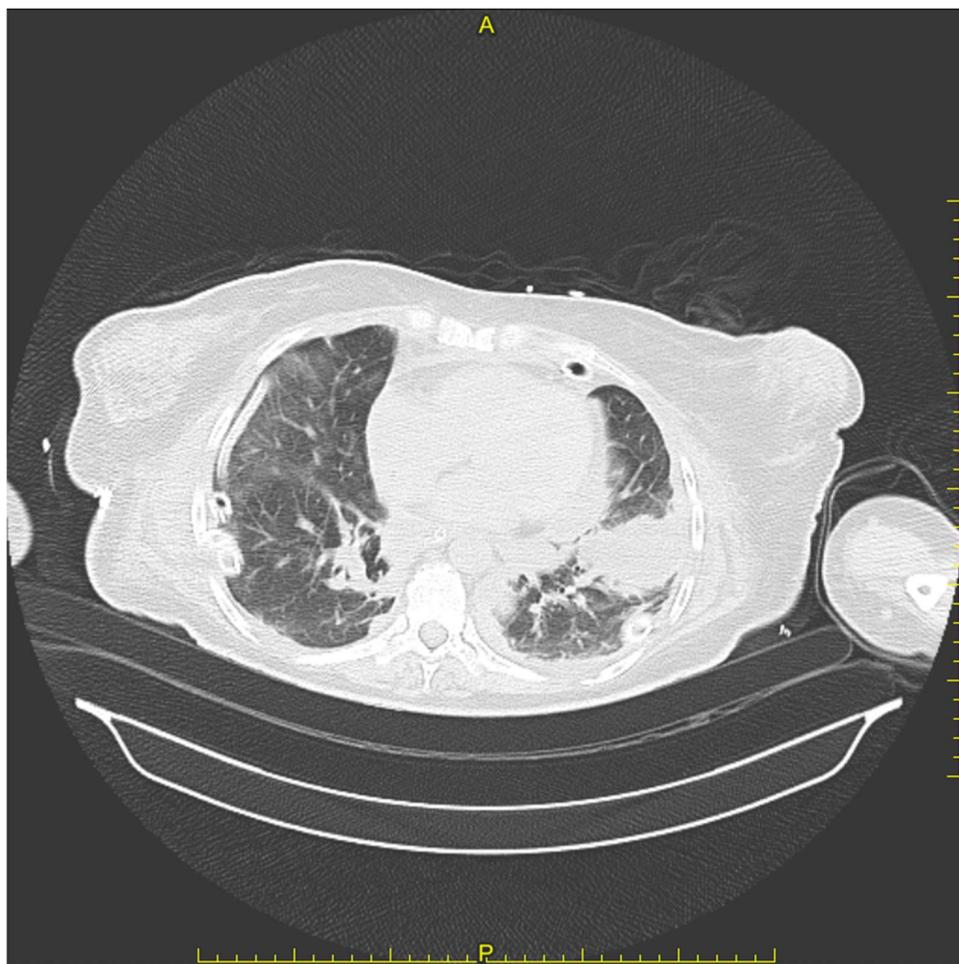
Scansione TC del 26/12/2019
